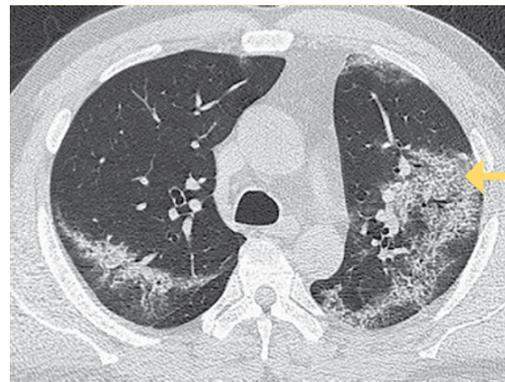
Tomografía de tórax simple con ventana para pulmón en corte axial, donde se observa patrón en empedrado (flecha amarilla)
